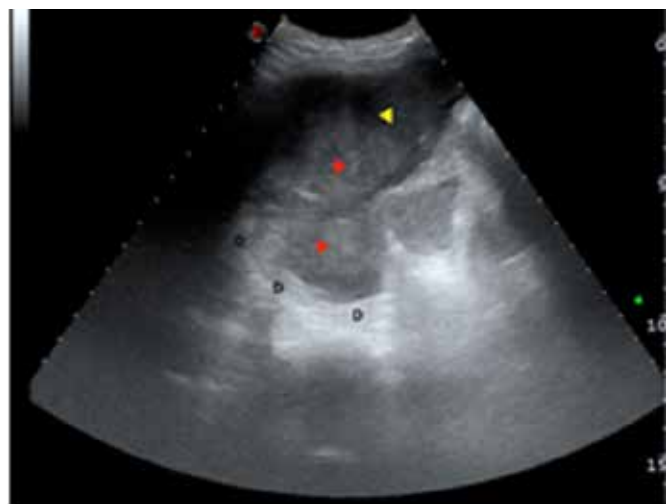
FAST de um trauma esplênico, sendo confirmado posteriormente por tomografia computadorizada e o paciente tratado com laparotomia<sup>10</sup>.
